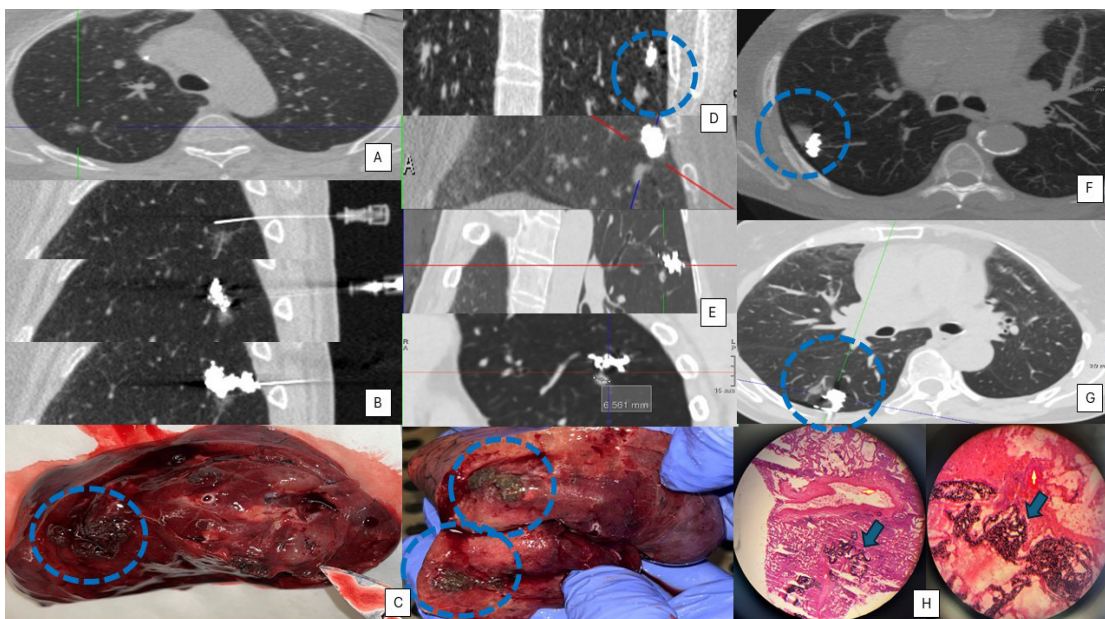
A) TC tórax. Lesión subsólida en lóbulo superior derecho. B) Colocación de EVOH craneal a la lesión pulmonar. C) Visualización de material embolizante sobre corte de muestra quirúrgica y lesión pulmonar marcada con punta de bisturí. D, E) EVOH craneal a la lesión pulmonar. F, G) EVOH proximal a lesión pulmonar. H) Visualización de EVOH de forma microscópica, sin interferir con el estudio histológico.
